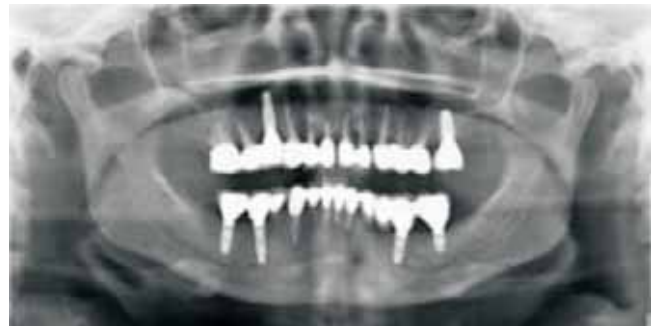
Ortopantomografía control a 1 año.
